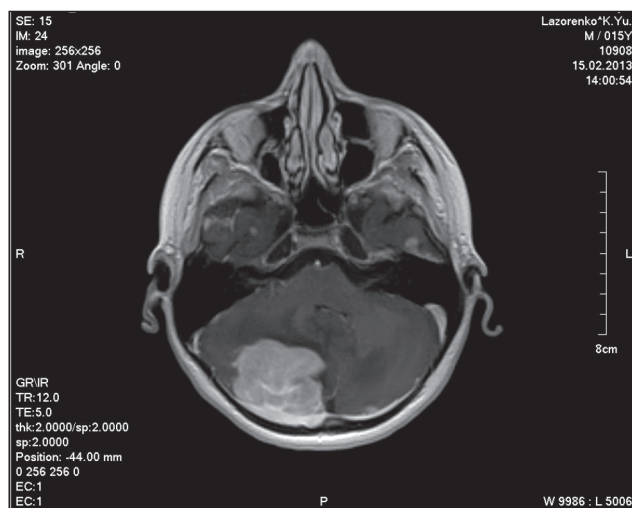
МРТ головного мозку у фронтальній площині. Вогнищеве утворення правої гемісфери мозочка (туберкулома)
